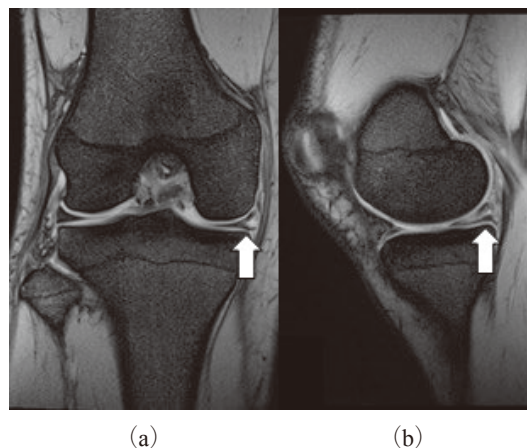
T2-weighted images of the right knee. White arrows identify the horizontal tear of medial meniscus on (a) coronal and (b) sagittal views.
